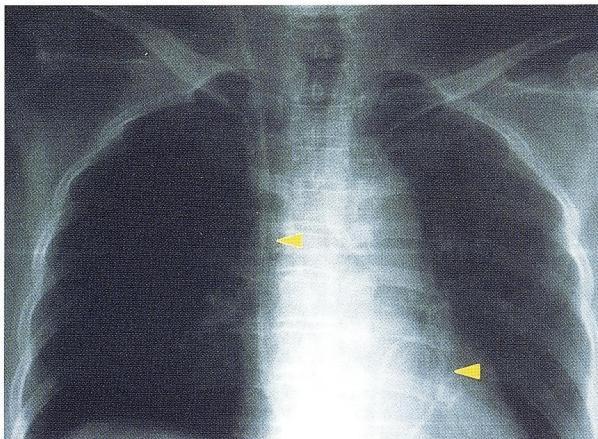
Thirty-five days after ventriculo-peritoneal shunting, chest plain X-ray film demonstrated that the abdominal catheter coiled in the heart.
